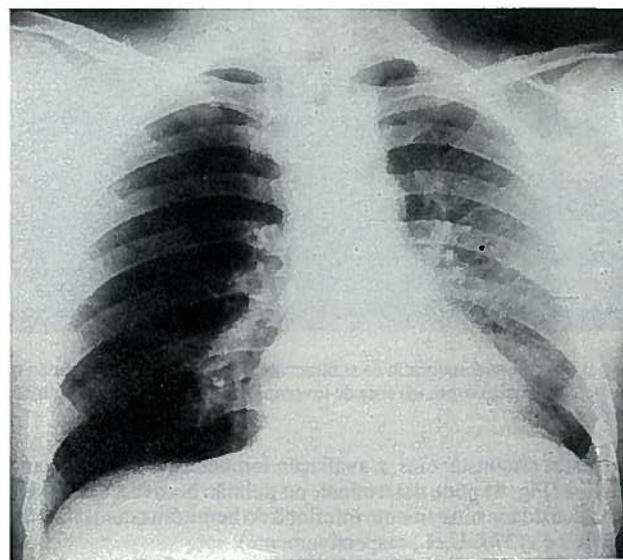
Telerradiografia torácica de J.D.S. revelando uma hipertransparência não expansiva do campo pulmonar direito, acompanhada de rarefação da rede vascular.
